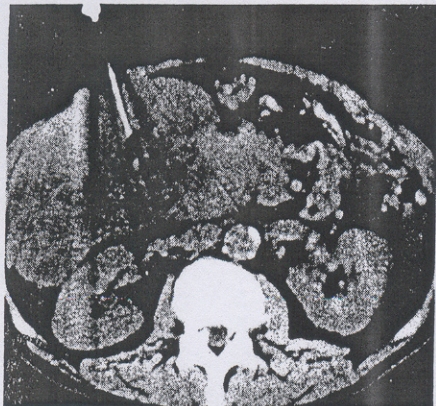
Foto demonstrando a utilização de tomografia computadorizada para orientação da PAAF de fígado.
